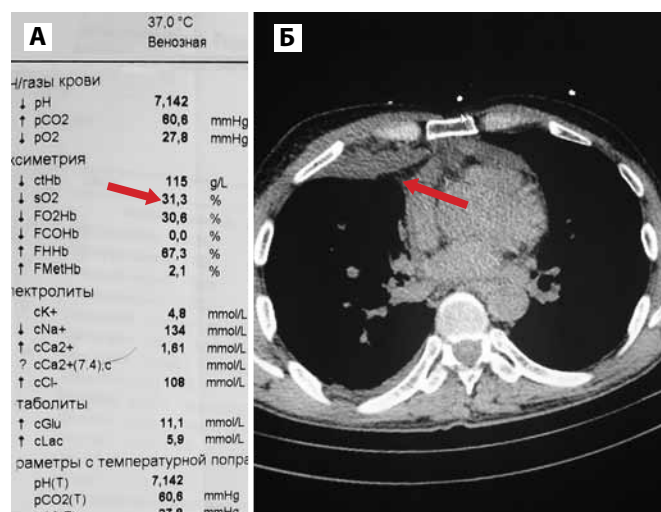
Данные пациента: А – показатели венозной КЩС; Б – КТ пациента.
